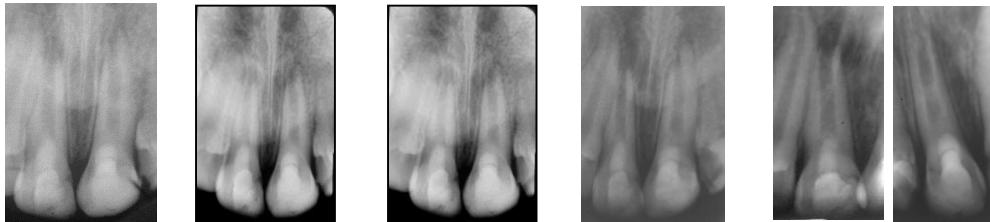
Radiografía control 24 meses (05/12/16) diente 8 mantención del tamaño de lesión apical Dte 9 evidente aumento de longitud radicular y engrosamiento de paredes radicales, ápice casi cerrado.
